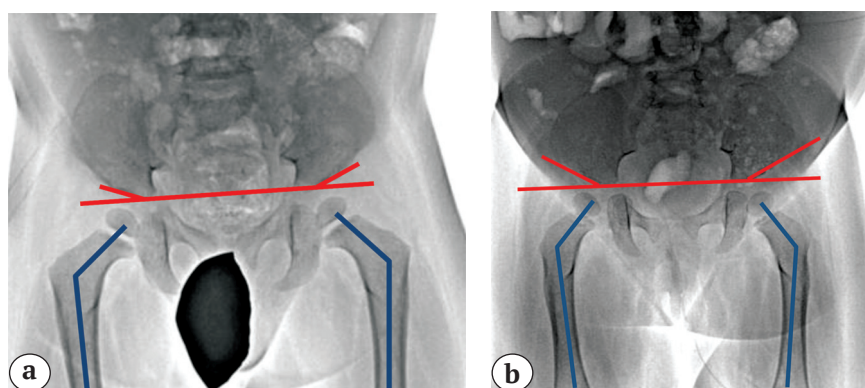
Рентгенограммы тазобедренных суставов пациентов 1 (а) и 2 (б): увеличение ацетабулярного индекса (красные линии) и шеечно-диафизарного угла (синие линии)
